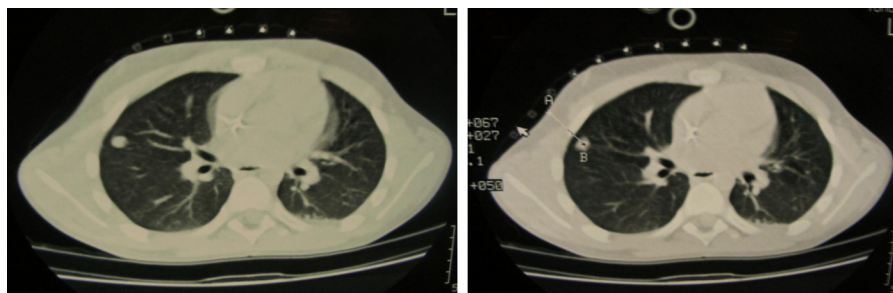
A) Localización de la lesión con tomografía axial computarizada. B) Punción con aguja guiada con tomografía axial computarizada.
